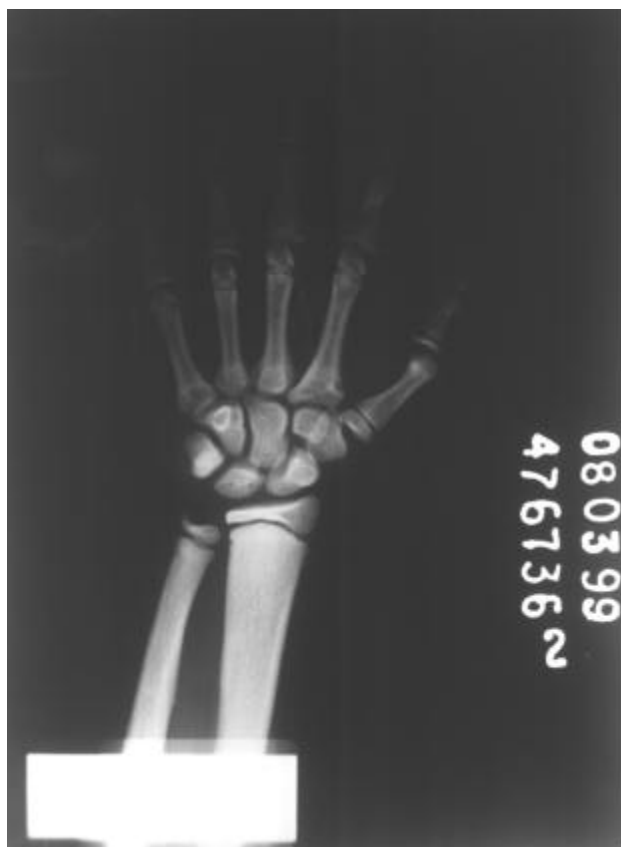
Caso 2: A - Radiografia do crânio em perfil. B - Radiografia de mão e punho esquerdos.
